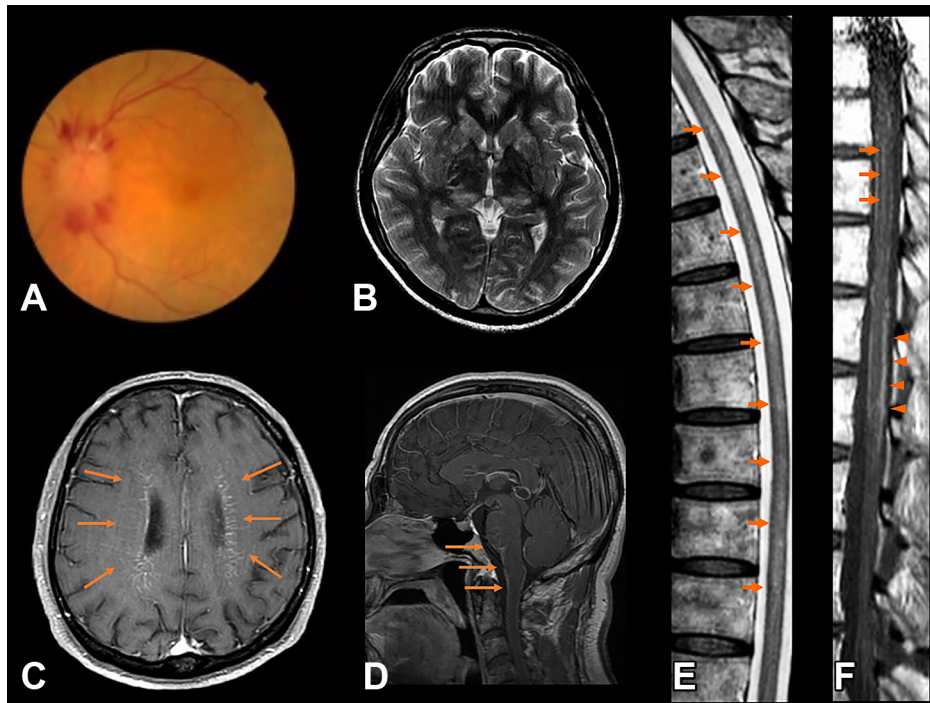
Ophthalmoscopy and MRI of patients with glial fibrillary acidic protein (GFAP) antibody-associated disorders.
